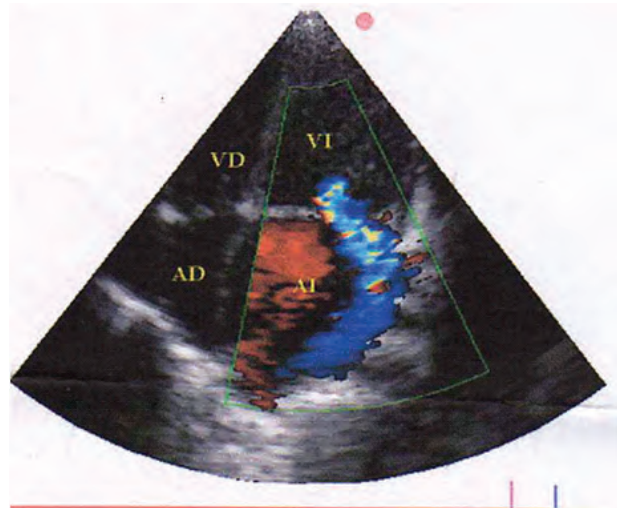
Imagen de 4 cámaras de Doppler Color que muestra regurgitación moderada a severa en una paciente con Valvulopatía Mitral Congénita (Hendidura de la valva anterior).
